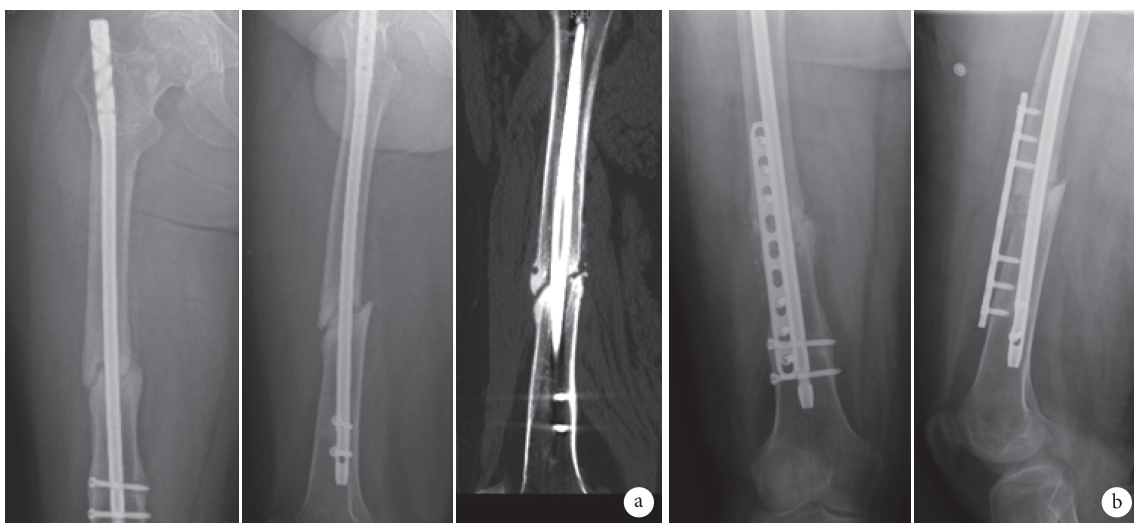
患者，男，34 岁，右股骨干骨折髓内钉固定术后肥大性骨不连 a. 髓内钉固定术后 10 个月 X 线片和 CT 示肥大性骨不连；b. 微创附加钢板治疗术后 3 个月 X 线片示骨折愈合
